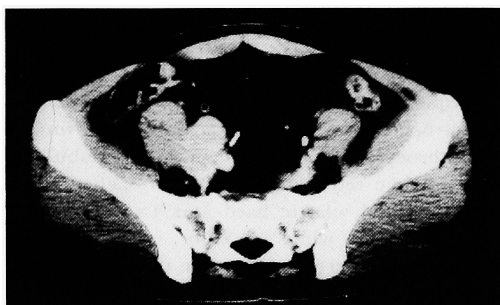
Enhanced CT shows the tumor existed adjacent to psoas major muscle and right ureter displaced medially.
